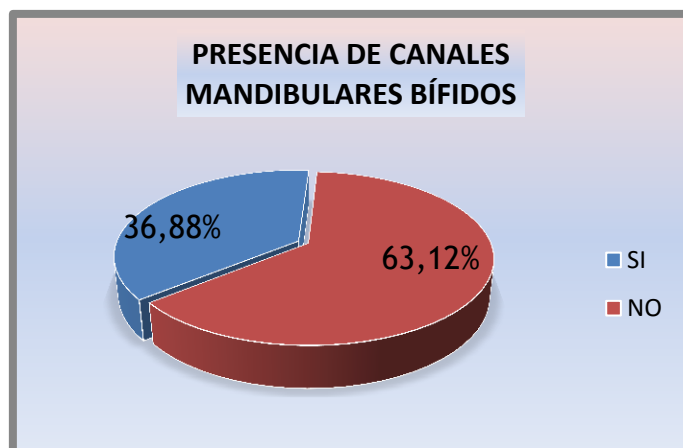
Prevalencia de canales mandibulares bífidos en tomografía computarizada de haz cónico.
